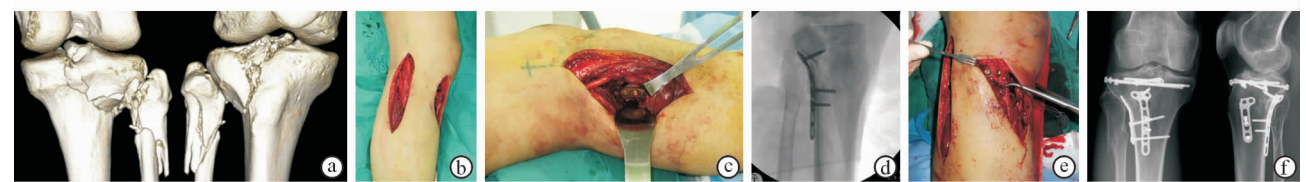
经前外侧和后外侧双入路进行胫骨平台后外侧骨折切开复位内固定 a. 术前CT三维重建影像显示骨折累及前外侧和后外侧胫骨平台 b. 前外侧和后外侧双切口 c. 经后外侧入路处理后外侧骨折块 d. 术中透视显示后方支撑钢板 e. 经前外侧入路处理前外侧骨折块 f. 术后2年3个月正侧位X线片显示复位内固定效果,骨折愈合良好
